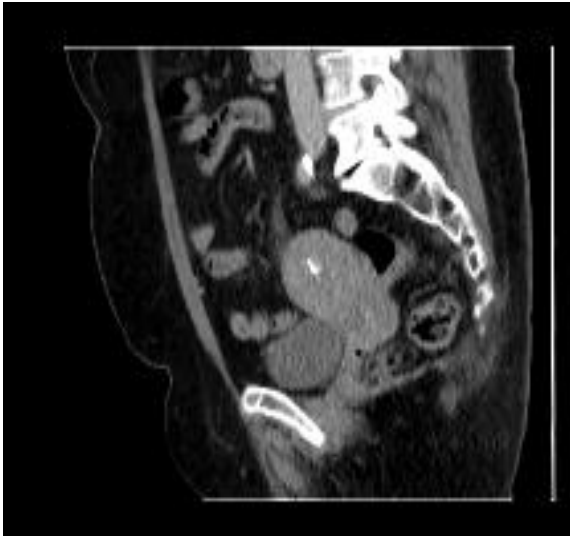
CT Abdomen/Becken vor Hysterektomie: das low-grade endometriale Stromasarkom aus Abb. 76 ist computertomographisch nicht erkennbar
